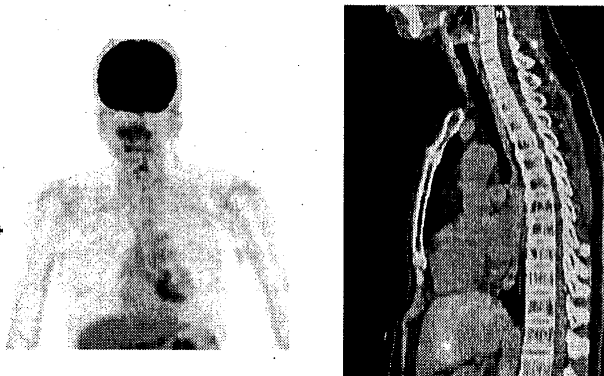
PET: phát hiện tổn thương thực quản tăng hấp thu FDG với max SUV = 5,7
